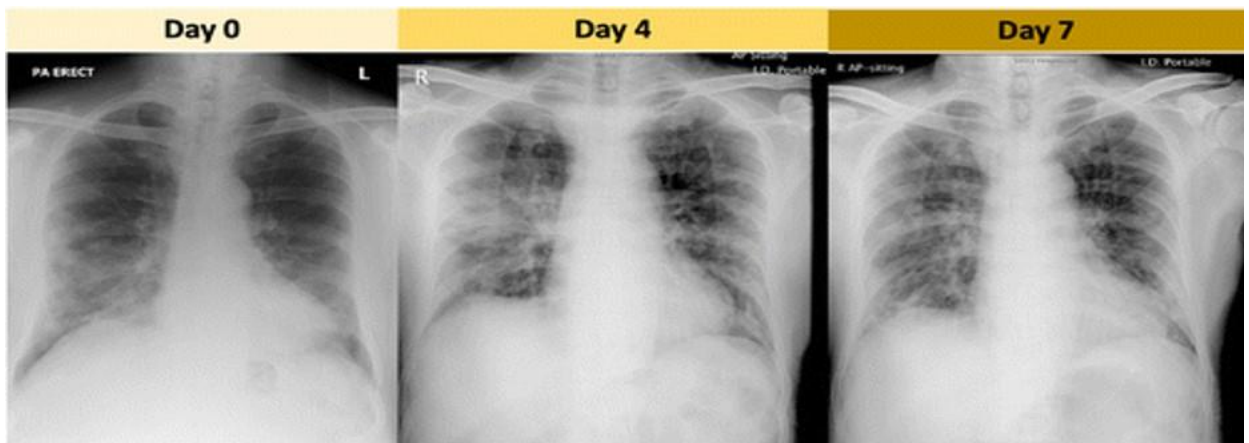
Рентгенограми грудної клітини пацієнта літнього віку з Уханя, Китай, який подорожував до Гонконгу, Китай.
